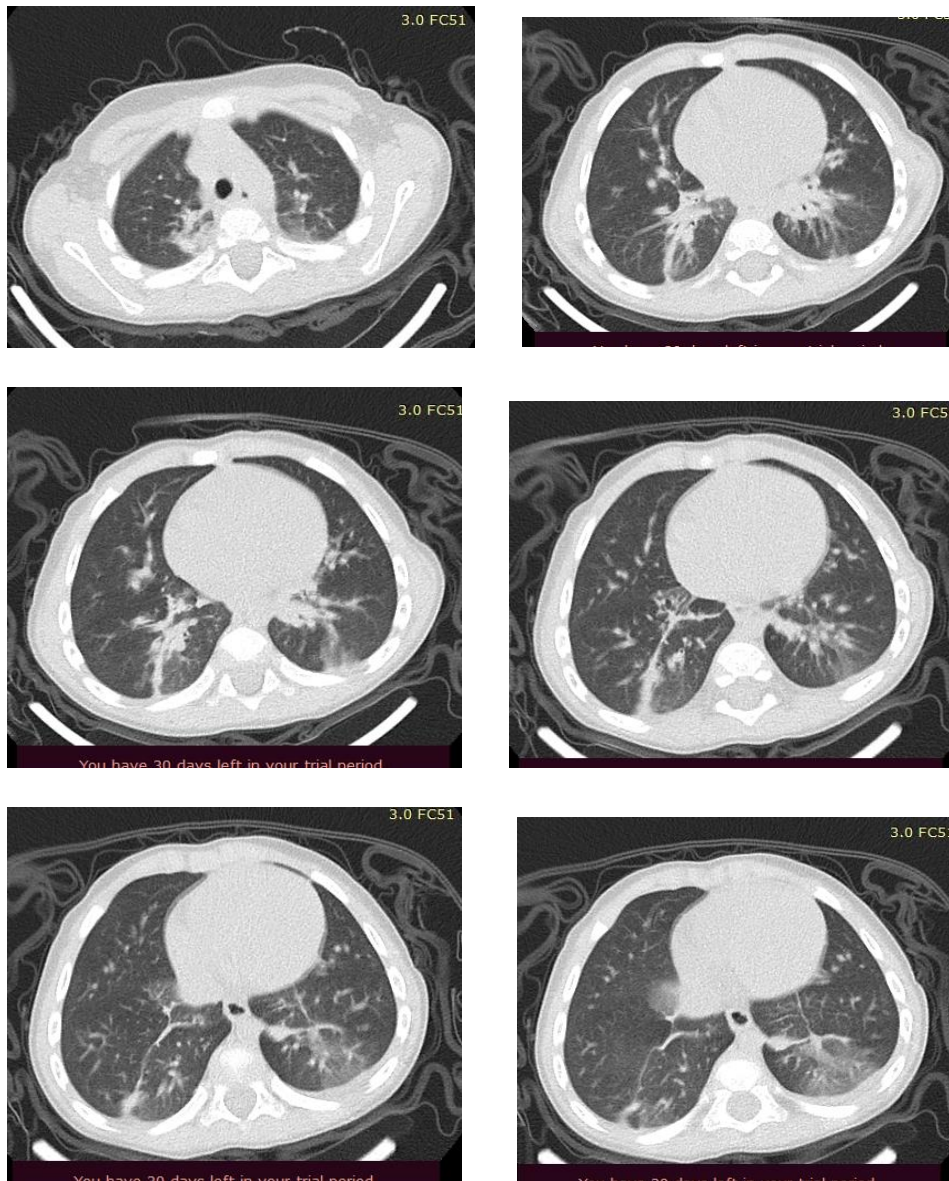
CT pulmonar la copilul cu displazie bronhopulmonară și infecție COVID-19
